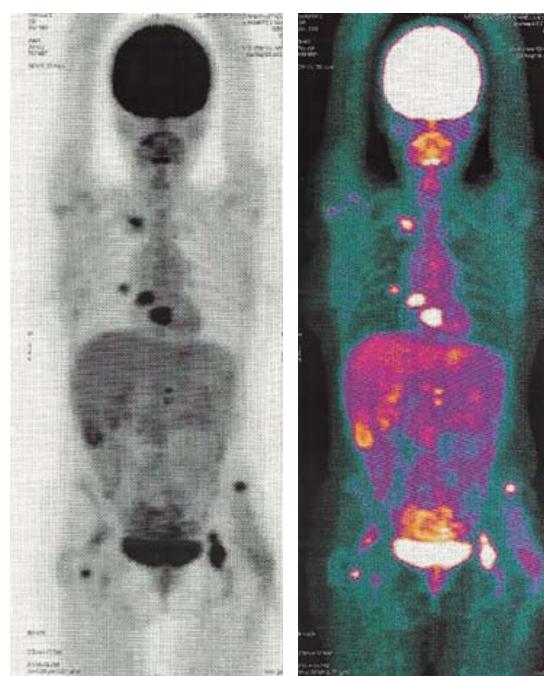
Estudio PET/CT mostrando lesiones en esqueleto axial y apendicular con características líticas.
